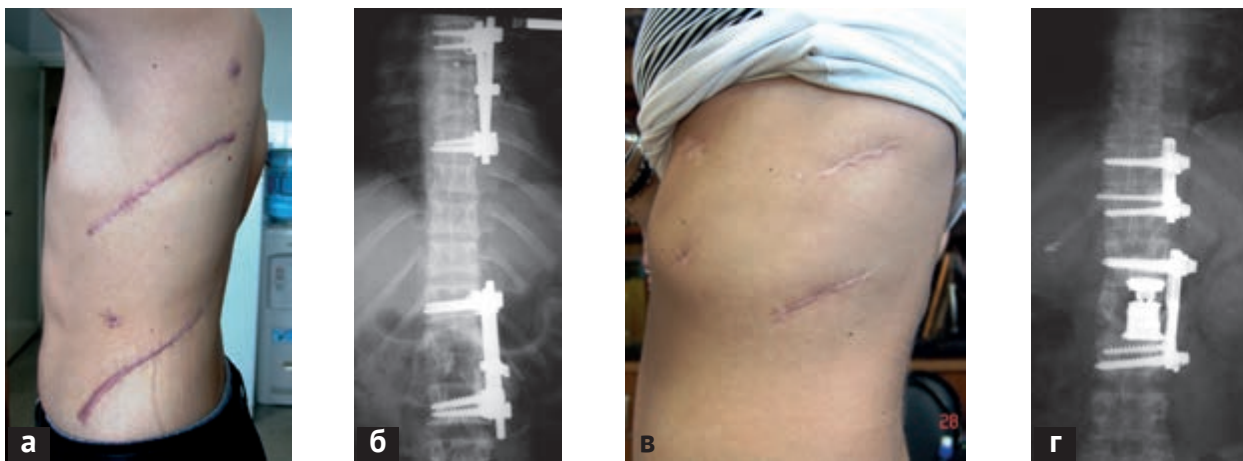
Вид кожных рубцов и спондилограммы после операций по поводу многоуровневой травмы позвоночника: а — при типичных открытых операциях; б — фронтальная рентгенограмма грудного отдела позвоночника у этого же больного после операции с применением передних титановых фиксаторов; в — вид кожных рубцов при аналогичной операции, но с применением минимально инвазивных технологий и видеоэндоскопической ассистенции; г — фронтальная рентгенограмма этой же пациентки после операции
